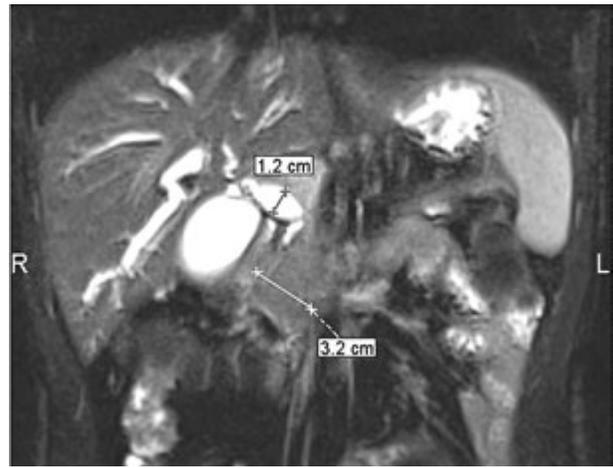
МРТ больного К. (19.01.2017). МР-последовательность T2-ВИ, корональная плоскость сканирования, FatSat (жироподавление). Расширение гепатикохоледоха, увеличение головки поджелудочной железы
